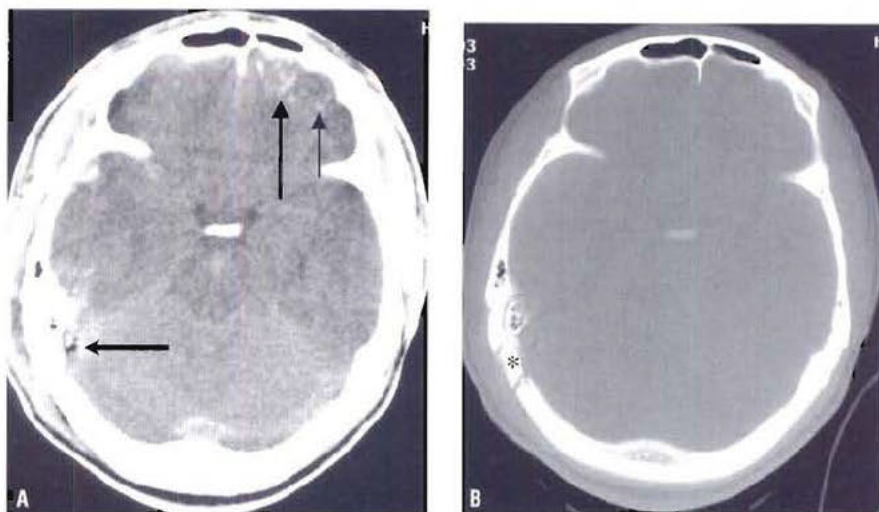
Traumatisme sévère – tomodensitométrie (TDM) : même coupe en fenêtre tissulaire (A), montrant les contusions (flèches) et en fenêtre osseuse (B), révélant une fracture complexe (astérisque) invisible sur (A). Des bulles d'air sont également visibles sur la coupe (A), en regard de la fracture comminutive (flèche horizontale).
